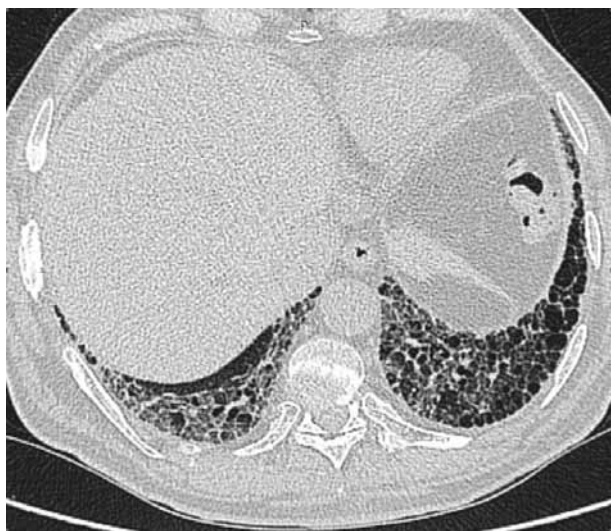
Данные компьютерной томографии высокого разрешения пациента М. через 1 год. Отрицательная динамика. Визуализируются признаки «сотового» легкого в базальных отделах. Паттерн обычной интерстициальной пневмонии
